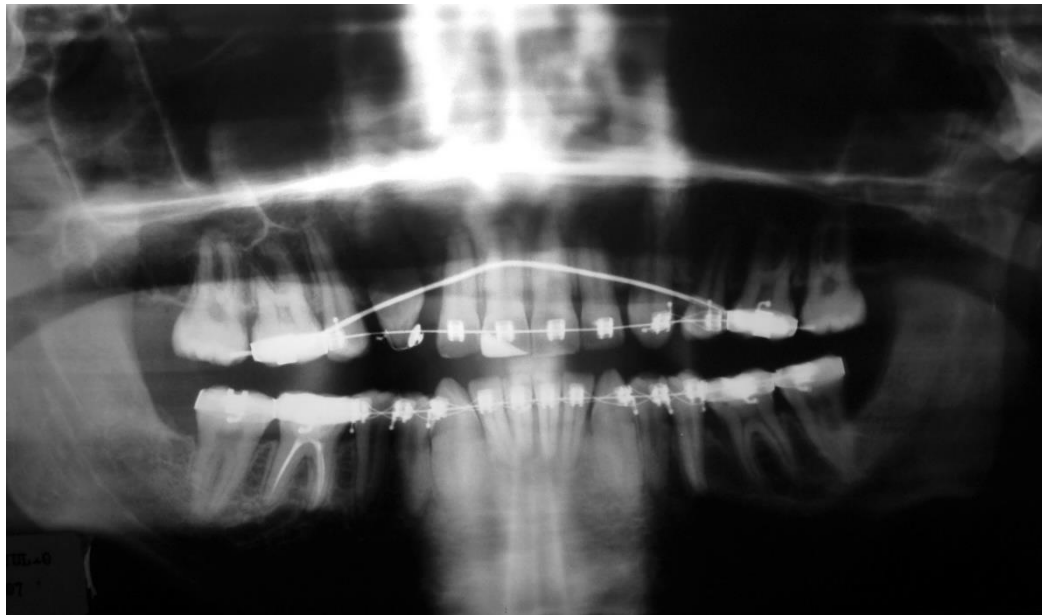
Radiografía panorámica a los seis meses de tratamiento. Se observa remodelado en los ápices radiculares de incisivos inferiores.
